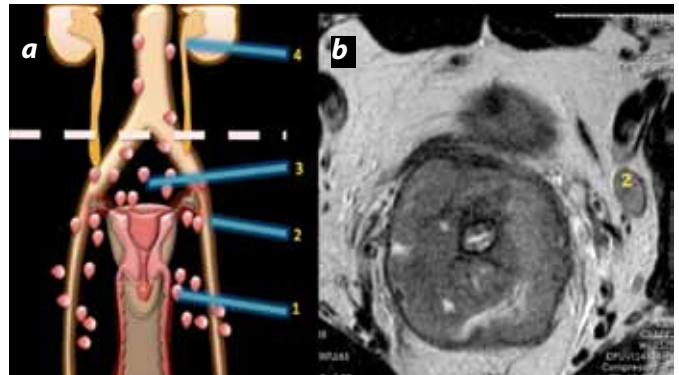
(a) Representación esquemática de estadificación ganglionar; (1) ganglios parametrales, (2) ganglios a lo largo de las arterias ilíacas interna y externa, (3) ganglios presacros, (4) ganglios paraaórticos. (b) RM de alta resolución, corte axial, que muestra CCU estadio IIIA, con adenopatía.
